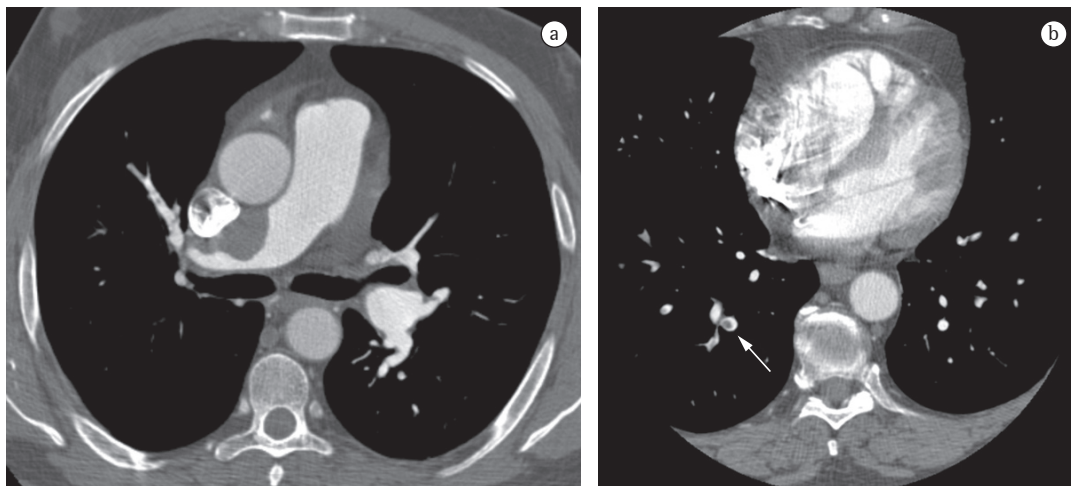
Imagens de angio-TC de pacientes com tromboembolismo crônico (em a) e agudo (em b). Notar em a o aumento do tronco da artéria pulmonar e imagem de trombo excêntrico na artéria pulmonar direita. Em b, a seta demonstra imagem de falha de enchimento central em um ramo arterial subsegmentar.
